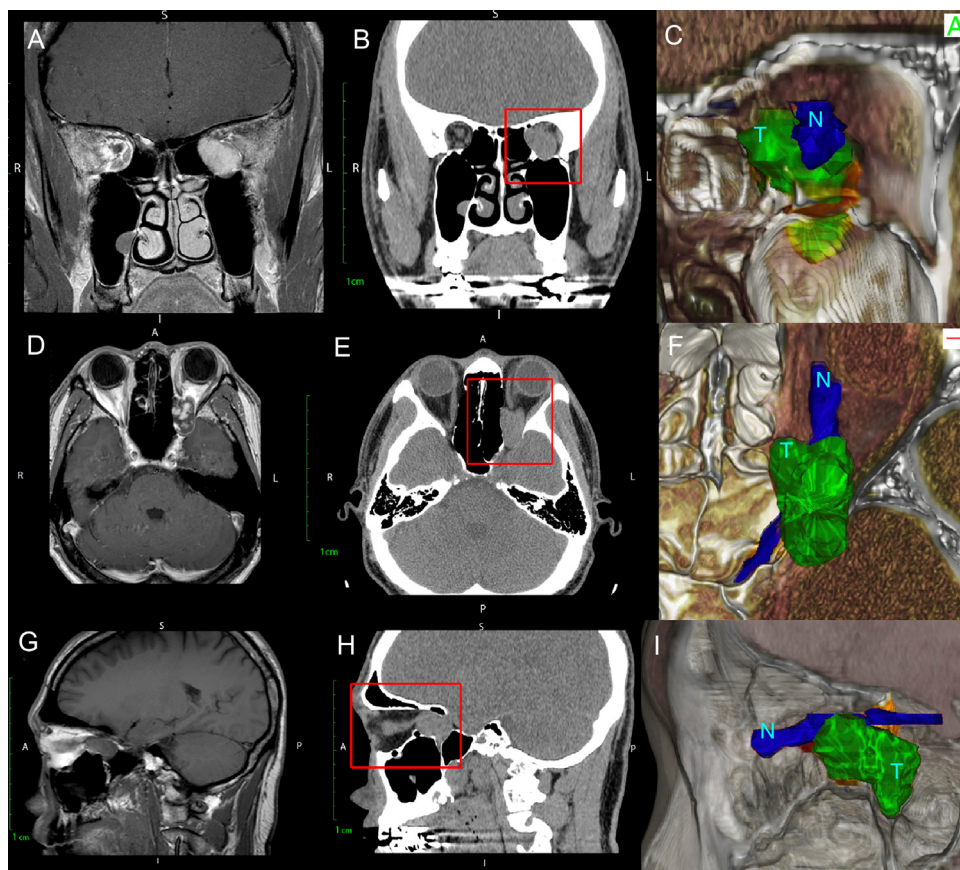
Comparação da RM ponderada em T1 (A, D, G) com tomografia computadorizada (B, E, H) e com renderização em 3D (C, F, I) do paciente 1 com um grande tumor orbital. Observe como a renderização tridimensional dá profundidade à imagem e melhora a distinção entre o NO (N) e o tumor (T) orbital que não pode ser totalmente distinto na TC ou na RM.
